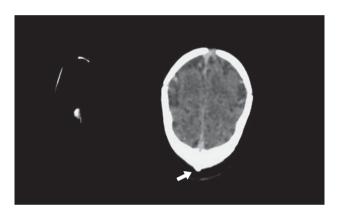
Компьютерная томограмма головного мозга после рождения. Стрелкой указано костное сращение в области синостозного сагиттального шва.
